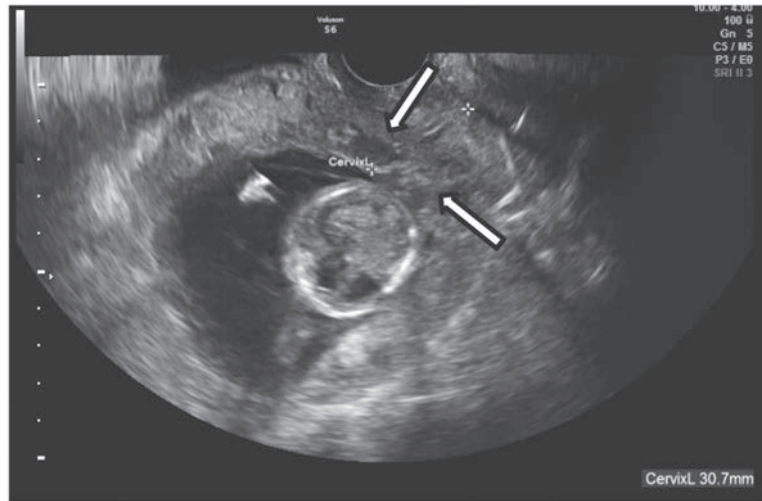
妊娠15週の経膣超音波画像。頸管の構造が分かりにくくなり静脈叢と思われる所見を認める(←)。
